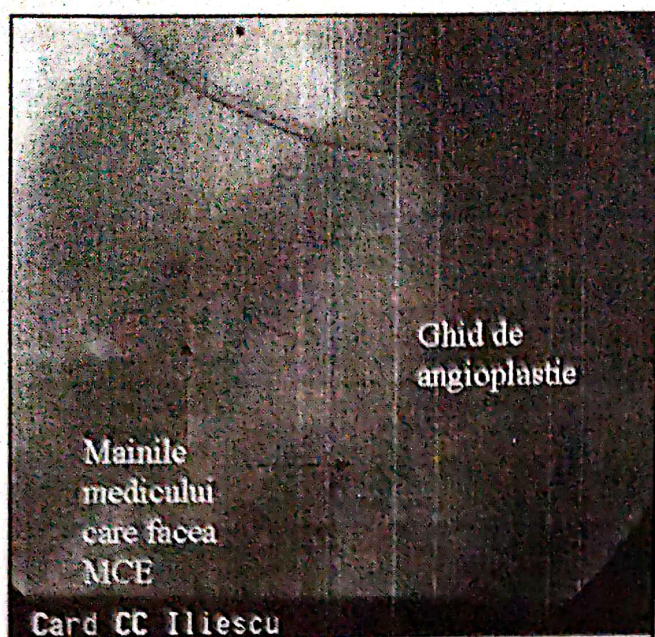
Recanalizarea TC cu ghidul de angioplastie sub masaj cardiac extern (MCE); se observă mâinile medicului care face MCE.
